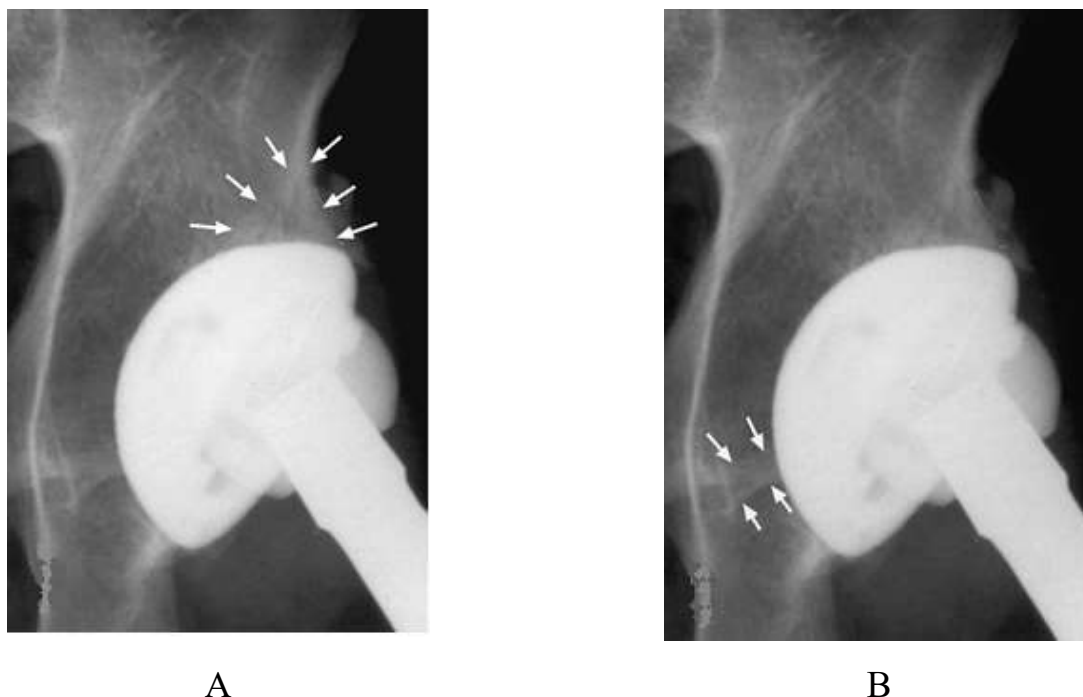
Фрагмент рентгенограммы костей таза, выполненной в переднезадней проекции с центрацией на лонное сочленение: верхнелатеральное (А) и нижнемедиальное (В) увеличение рентгенологической плотности области вертлужной впадины [107]
